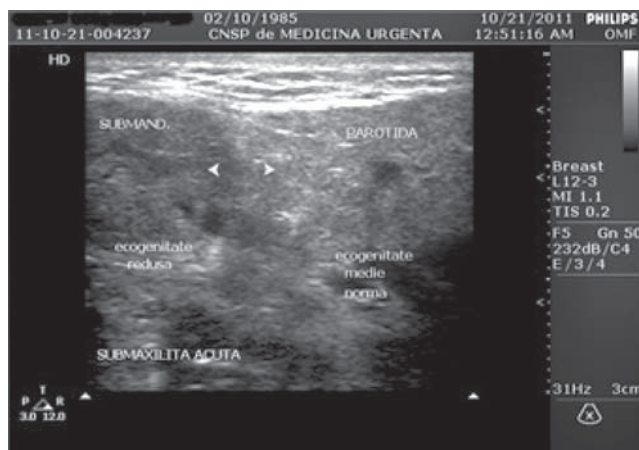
USG – Sialoadenită submandibulară acută calculoasă.
